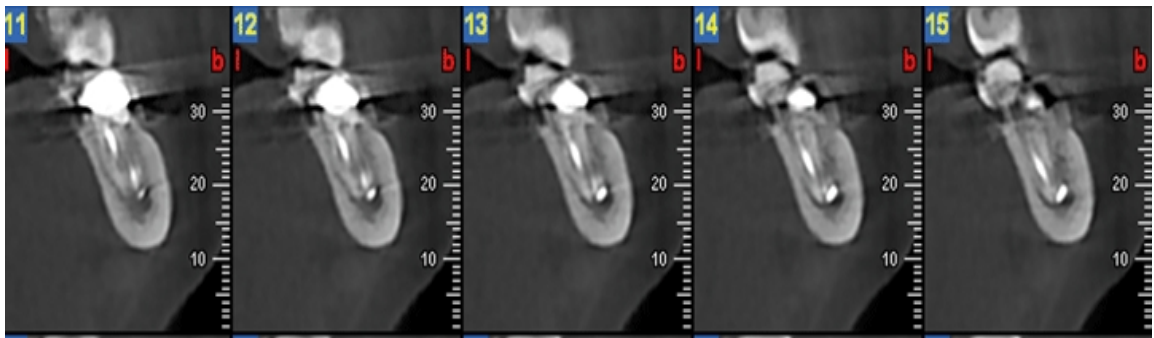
Radiographie 3D révélant un contact direct entre l'extrusion à l'apex de la dent 37 et le pédicule alvéolaire inférieur [34]
